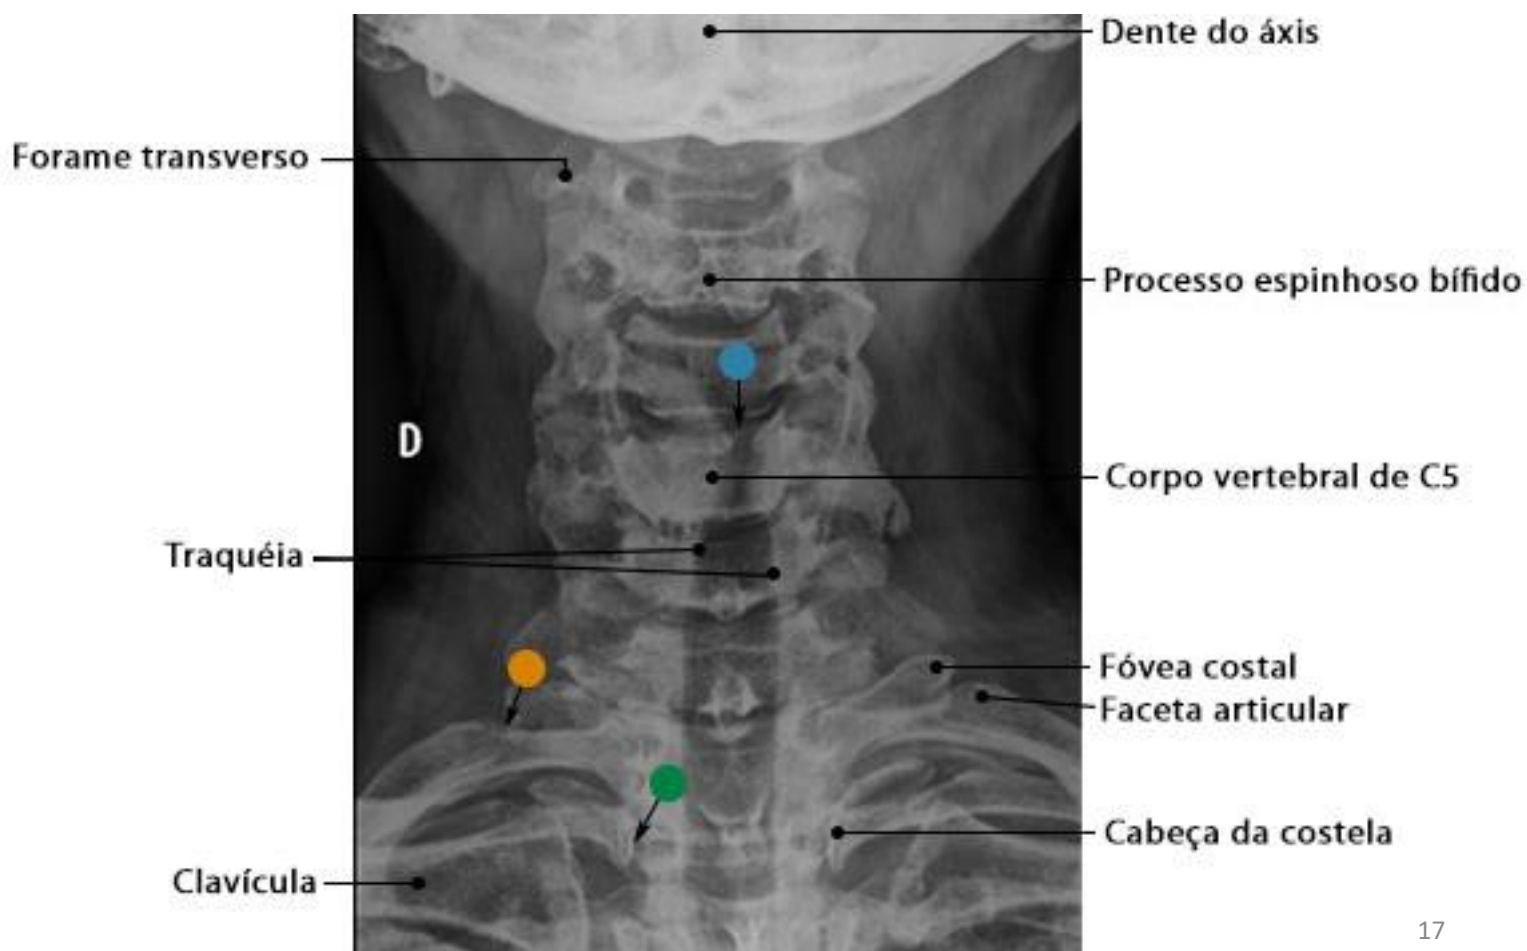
Radiografia da coluna cervical em AP
